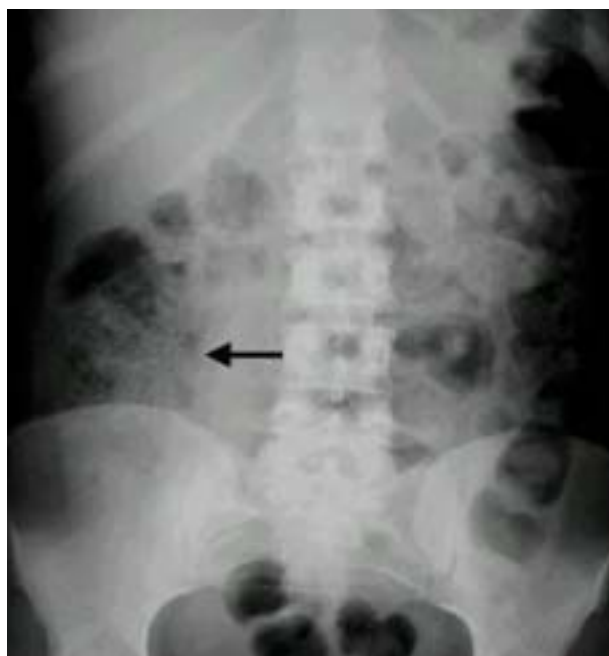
Radiografia simples de abdome de paciente com apendicite aguda. Observar imagem de acúmulo fecal no ceco (seta).
